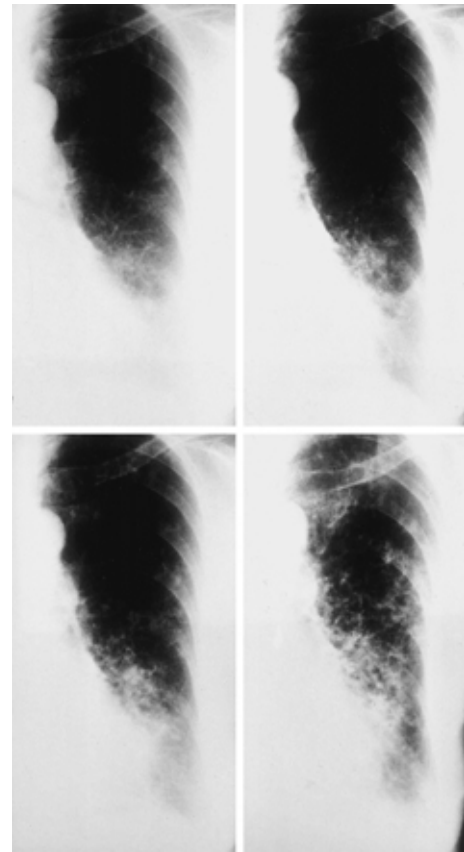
Serial changes in chest roentgenograms. Cystic bronchiectasis progressed during the clinical course: October 1988 (left upper panel) October 1990 (right upper panel), February 1993 (left lower panel) and March 1997 (right lower panel)
